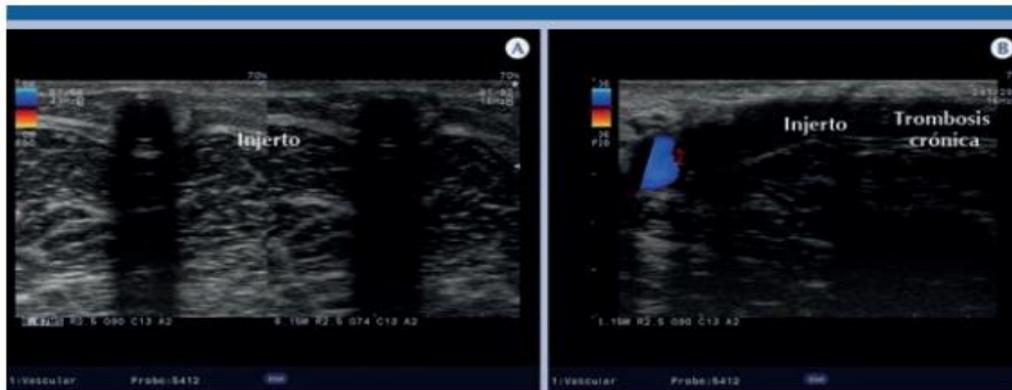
Trombosis del injerto. A) Plano transverso del injerto en escala de grises y con Doppler color con ausencia de mapa de color. B) En el plano longitudinal anastomosis del injerto sin color al Doppler color.
